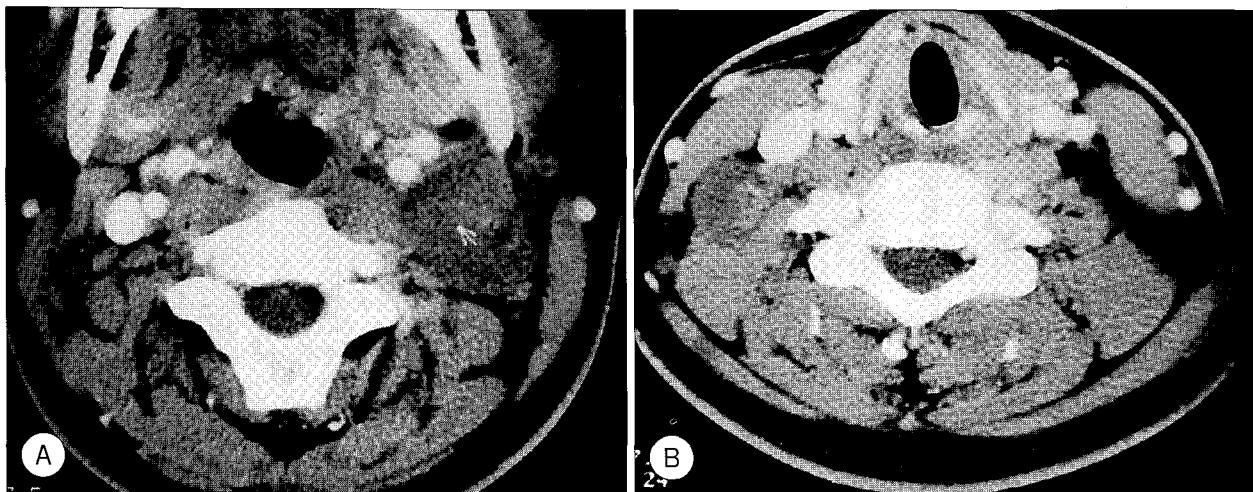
Pre-operative neck CT with contrast enhancement. A : 3.5×3.5cm sized hypoattenuated mass in left level II area. B : 2.0×2.0cm sized hypoattenuated mass in right level III area.
